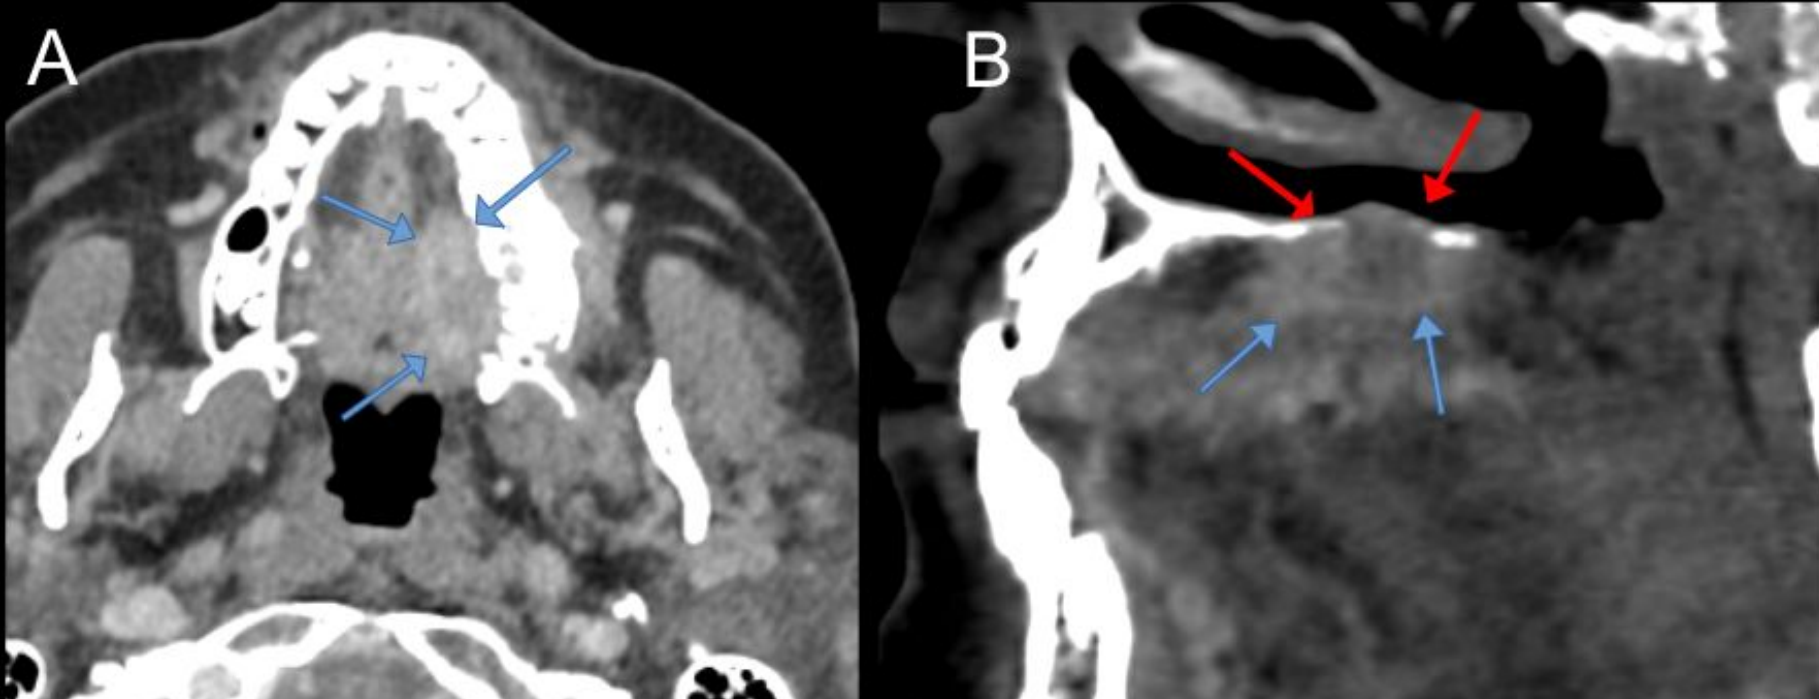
Imagen axial de TC con contraste del cuello, ventana de tejidos blandos (A); imagen sagital de TC con contraste del cuello, ventana ósea (B). Se identifica una lesión con realce en el paladar duro izquierdo (flechas azules), que muestra erosión ósea (flechas rojas); se trataba de un tumor de glándula salivar menor. Este tumor se habría clasificado como T4N0 según la 8.ª edición del AJCC (estadio IVA); sin embargo, en la edición actual se clasificaría como T3N0 (estadio II).
